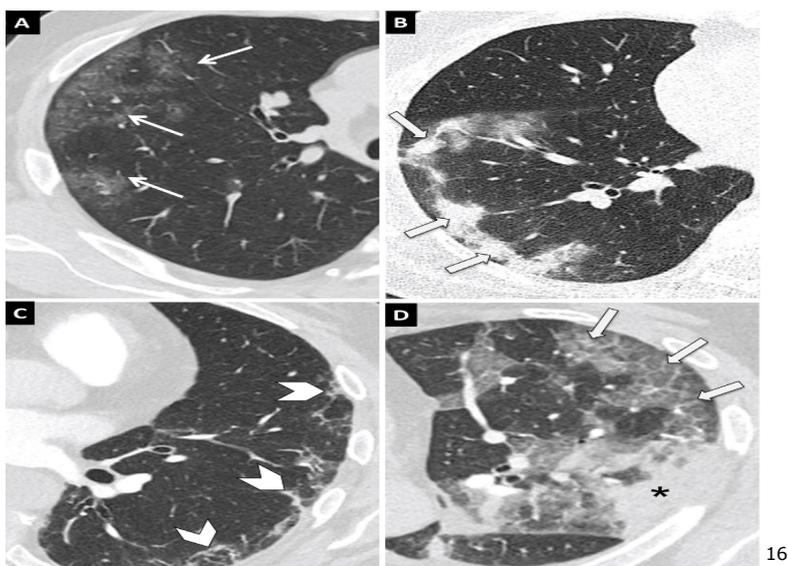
(infección vista por TAC).¹⁶
